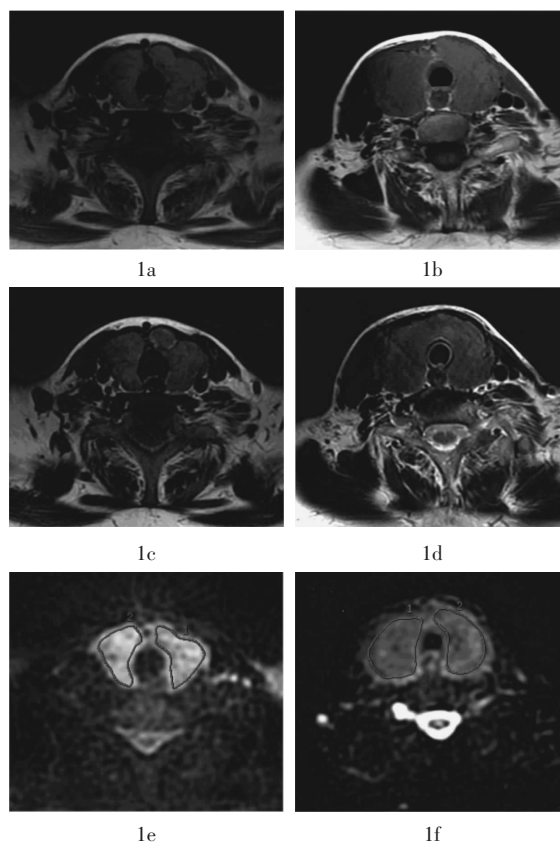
Graves 甲状腺功能亢进症和无痛性甲状腺炎的 MRI 图 图中，1a、1c、1e 为 Graves 甲状腺功能亢进症显像图，1b、1d、1f 为无痛性甲状腺炎显像图，两种疾病的 T1 加权像信号(1a、1b)和 T2 加权像信号(1c、1d)未见明显差异，Graves 甲状腺功能亢进症 ADC 信号强度(1e)明显高于无痛性甲状腺炎(1f)。
